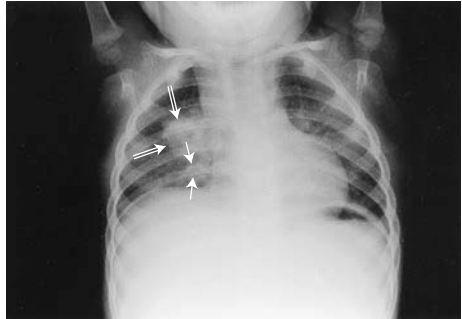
• Röntgen-Thorax (sitzend) bei zentraler Pneumonie: Darstellung einer deutlichen Konsolidierung am oberen Hiluspol rechts zentral (\Rightarrow) sowie einer kleineren am unteren Hiluspol rechts (\rightarrow); Minderinspiration mit Zwerchfellhochstand und dadurch quergelagertem Herzen
